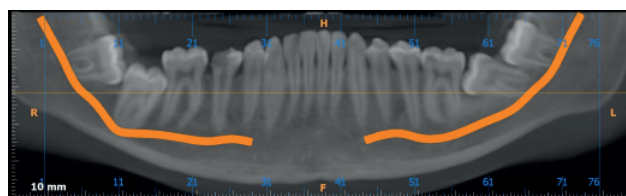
Corte panorámico de CBCT, se visualiza el diente 37 retenido en una posición mesioangular-horizontal y el diente 47 retenido en una posición vertical.
